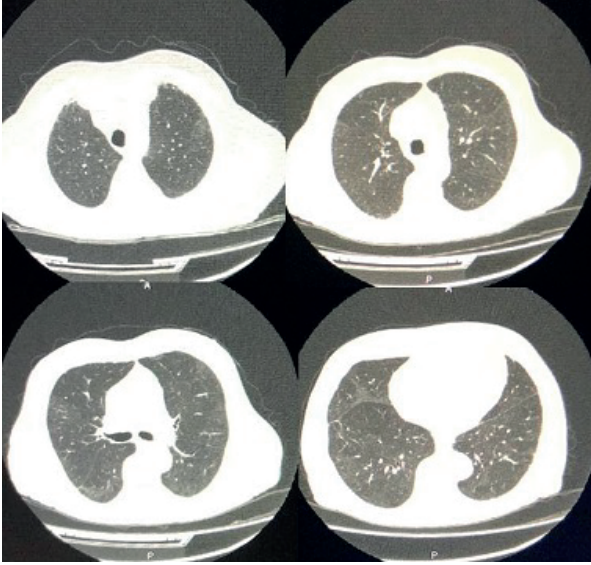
Nötropenik ateş tedavisinin dördüncü günü toraks yüksek rezolüsyonlu bilgisayarlı tomografisi.
